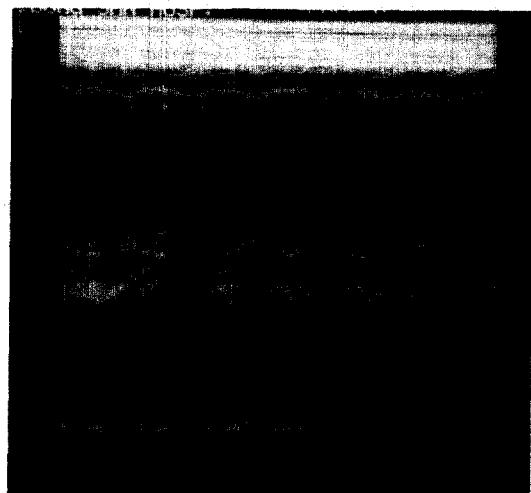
(Case 3) : Echocardiogram revealed moderate pericardial effusion.
